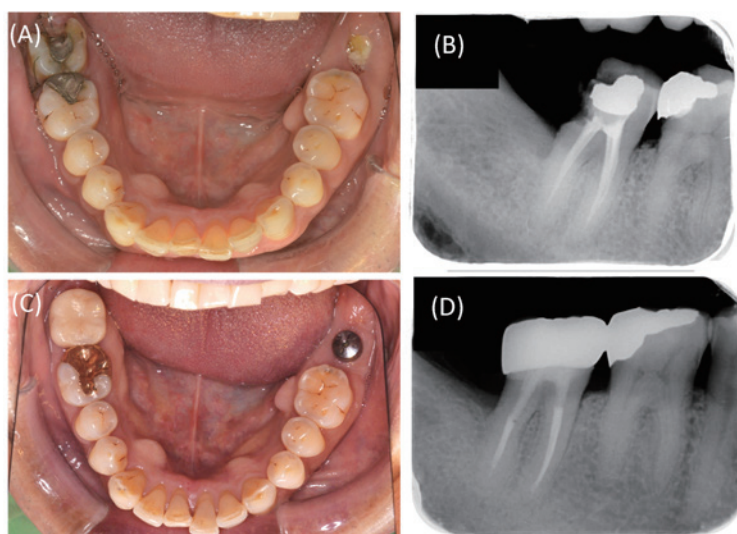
Clinical photos and periapical film before (A, B) and after (C, D) treatment.
